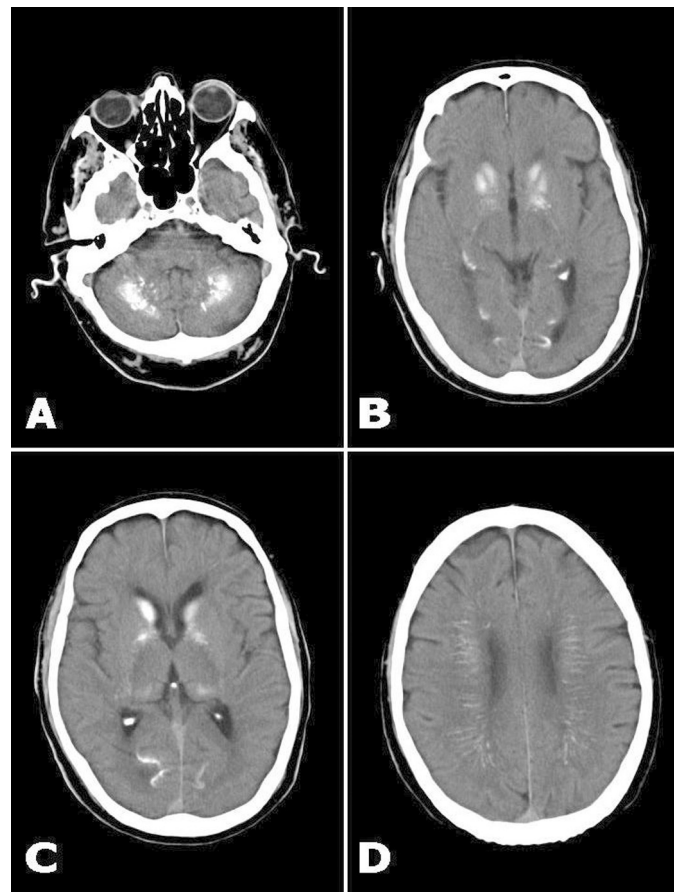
En TC craneal se detectan calcificaciones bilaterales y simétricas en núcleos dentados cerebelosos (A), ganglios basales (*globus pallidus* y cabeza del núcleo caudado), cápsula interna, tálamo (B y C), y en sustancia blanca de *corona radiata* (D).
